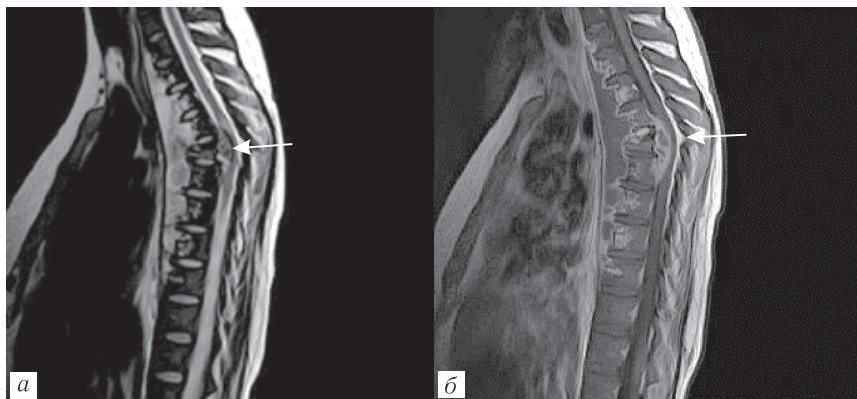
Пациент Б., 32 года. МРТ. Туберкулезный спондилит C_{VI}-Th_{VI}: *a* — T2, сагиттальная проекция. Интрамедуллярно повышение МР-сигнала от спинного мозга на уровне эпидурального абсцесса, с истончением спинного мозга. Распространенная деструкция передних отделов тел грудного отдела позвоночника, с перивертебральными абсцессами и эпидуральным абсцессом; *б* — T1-ВИ, после внутривенного контрастирования, сагиттальная проекция: признаков усиления МР-сигнала интрамедуллярно не отмечается
